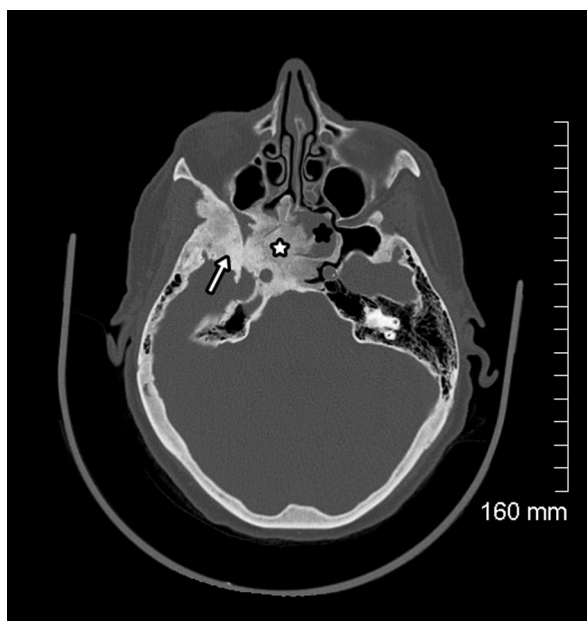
Dysplasie fibreuse sphénoïdale. TDM, coupe axiale passant par les sinus maxillaires. Lésion mixte avec une composante dense (flèche), une composante en verre dépoli (étoile blanche) et une composante pseudo-kystique (étoile noire).
